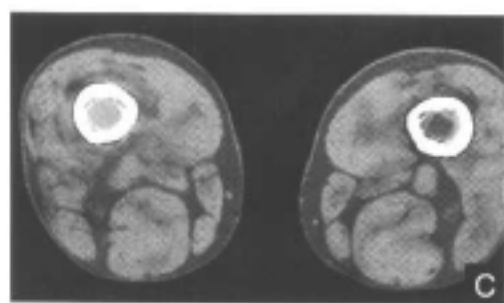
MRI 图像对骨病变较 X 线平片和 CT 片敏感(肺癌右股骨转移)
